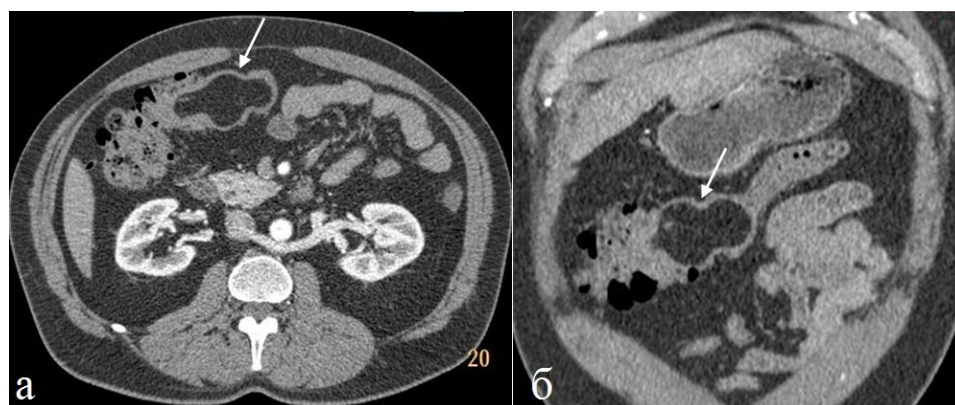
Больной 57 лет. Липома поперечной ободочной кишки. Артериальная фаза КУ. а) Аксиальная томограмма, б) фронтальная реконструкция. Жировая опухоль (стрелки) выявлена при профилактическом КТ исследовании. Жалобы на периодическое вздутие живота. В части кишки проксимальнее опухоли наблюдается задержка каловых масс, дистальная часть кишки свободна от содержимого.
